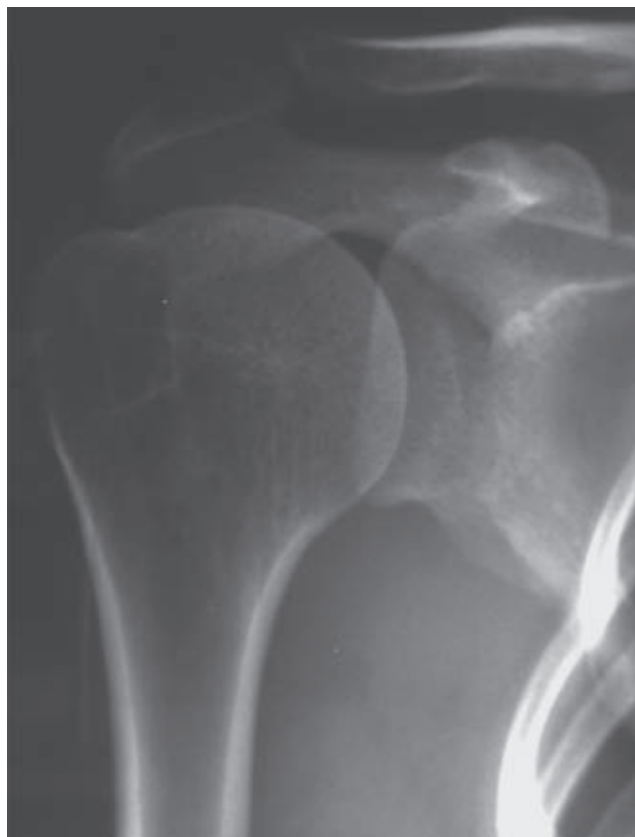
Primera radiografía (marzo, 2008).
